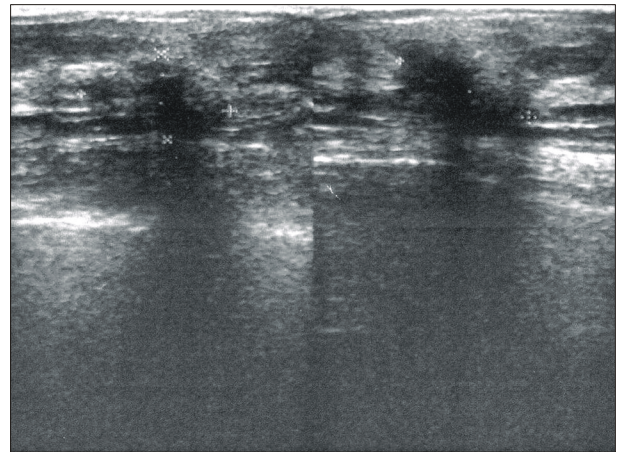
Findings of ultrasonography. Ultrasonography shows irregular bordered heterogenous hypoechoic mass with posterior shadowing, the cytologic interpretation was atypical epithelial cell and it was diagnosed finally as atypical ductal hyperplasia by ultrasonogram-guided needle localization excisional biopsy.
